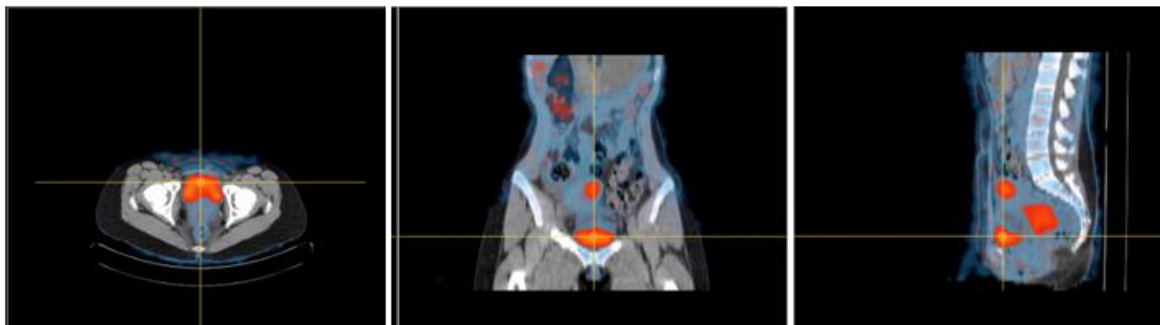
Cortes axiais, coronais e sagitais de ^{18}F -FDG PET/CT aquando do diagnóstico. Podemos ver uma área com hiperatividade glicolítica, correspondente à lesão primária, assim como um foco mediano e em localização superior à lesão primária, que pode traduzir formação adenopática.
